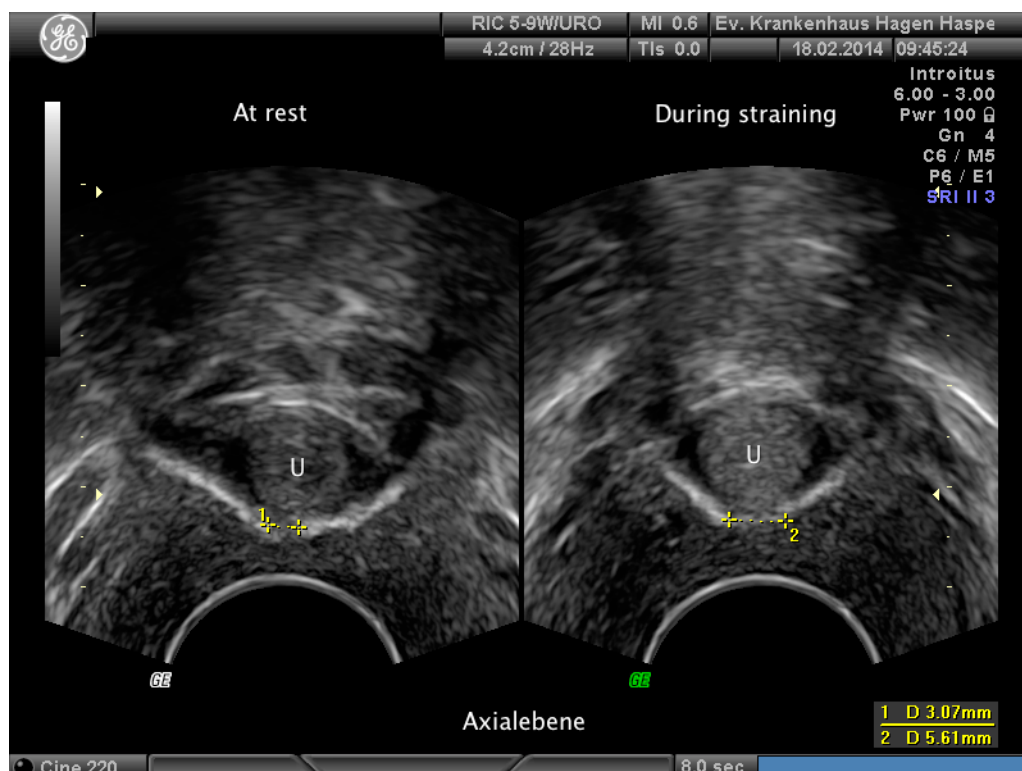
Pelvic Floor-Sonographie in der Axialebene.
